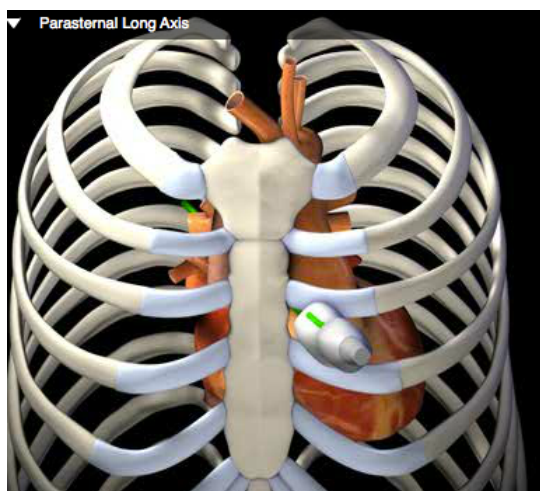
Tre diverse visualizzazioni della sezione ecografica transtoracica parasternale asse lungo [Virtual TTE].
